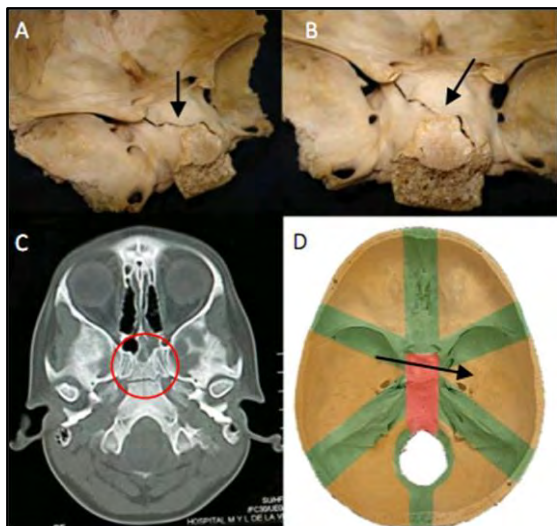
(A) y (B) Preparado anatómico donde se observa la fractura de la silla turca y pieza basilar (flecha). (C) TAC de cerebro (ventana ósea) evidenciando trazo fracturario (círculo rojo). (D) Base de cráneo donde se muestra el trayecto fracturario (flecha negra).
